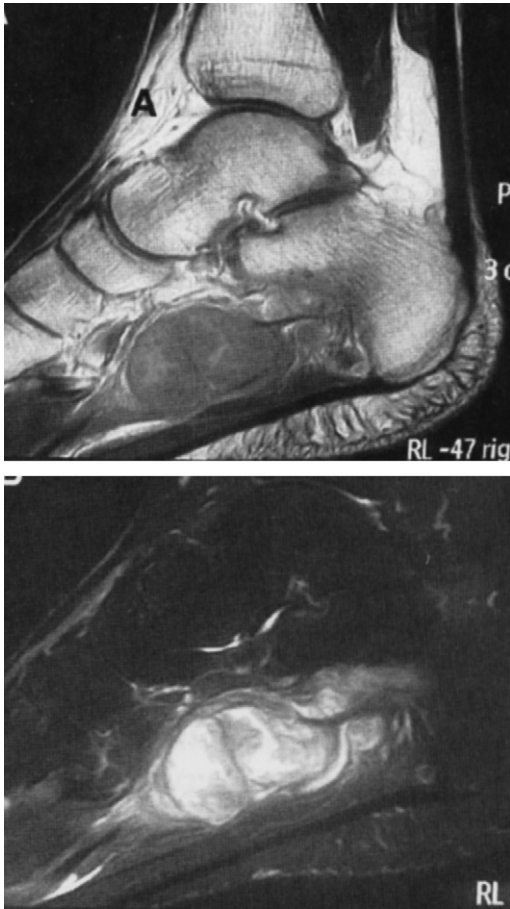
Schwannome associé à un neurofibrome d'un pied droit chez un patient atteint d'une NF1. IRM sagittale en pondération T1 et T2. Schwannoma associated with a neurofibroma on the right foot in a patient with NF1. T1- and T2-weighted sagittal MRI.
